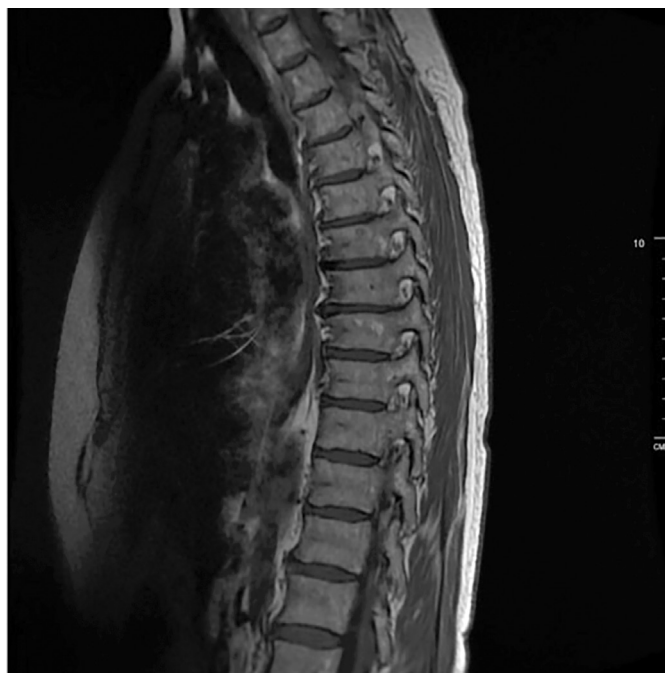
МРТ грудного отдела позвоночника.
